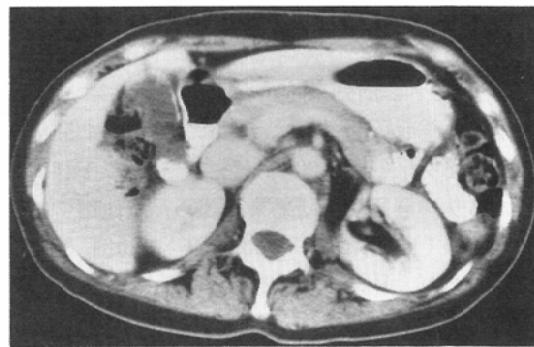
A new barium CT of the pancreas
